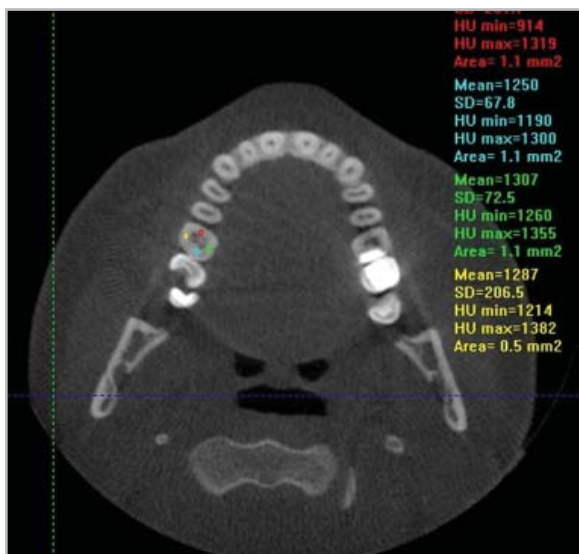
Измерение плотности околопульпарного дентина с помощью программы I-CAT Vision дентального объемного томографа I-CAT
